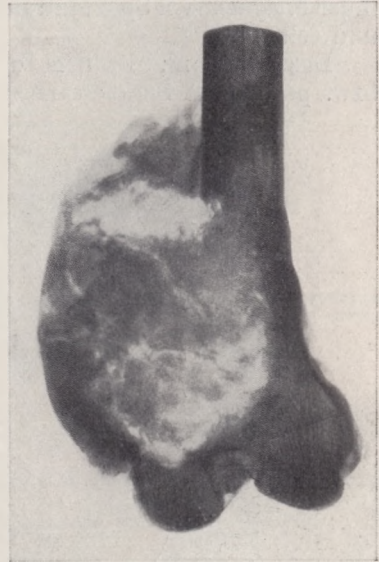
Röntgenbild eines Präparates von zentralem Sarkom des Femur mit peripherer Hauptentfaltung.
